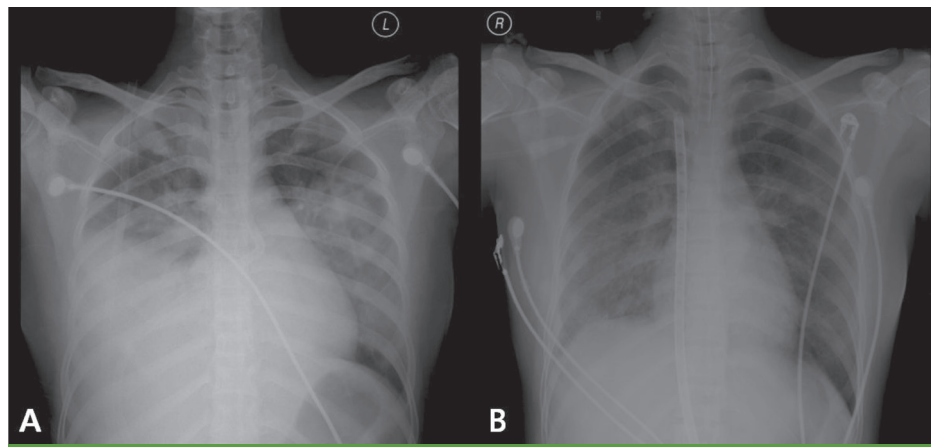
Chest radiography at the 1st (A) and the 4th day (B) of admission.
